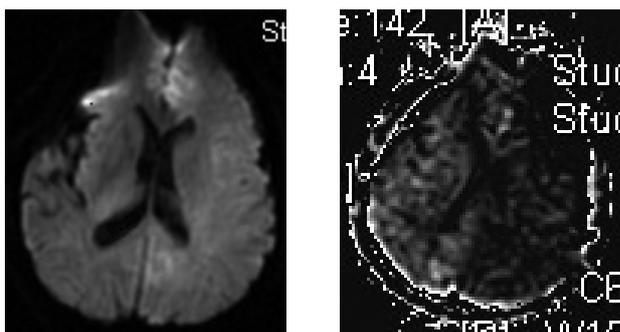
発症4時間後頭部MRI。左：拡散強調画像。明らかな新鮮梗塞巣（高信号域）を認めない。右：灌流画像。左大脳半球の広範な血流低下を認める。
